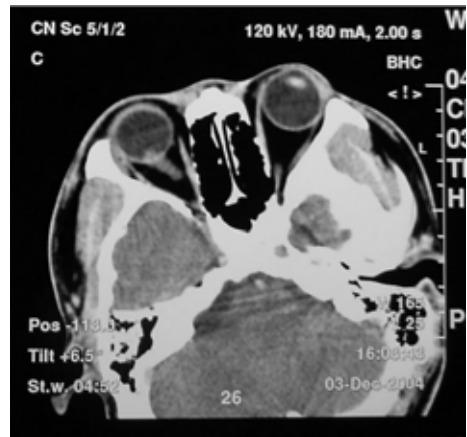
CT平扫:球后壁视神经平面可见一斑片状稍高密度影,轮廓欠清,密度欠均匀。
